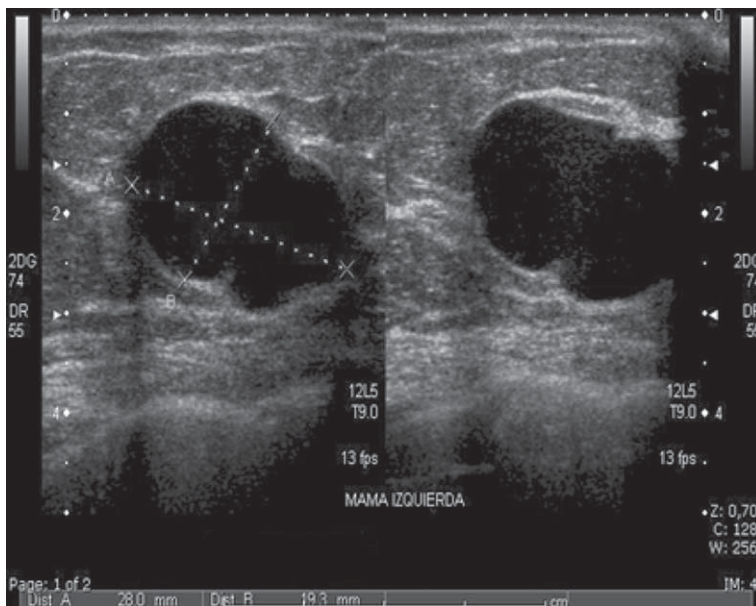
Ecotomografía mamaria que muestra la lesión.
